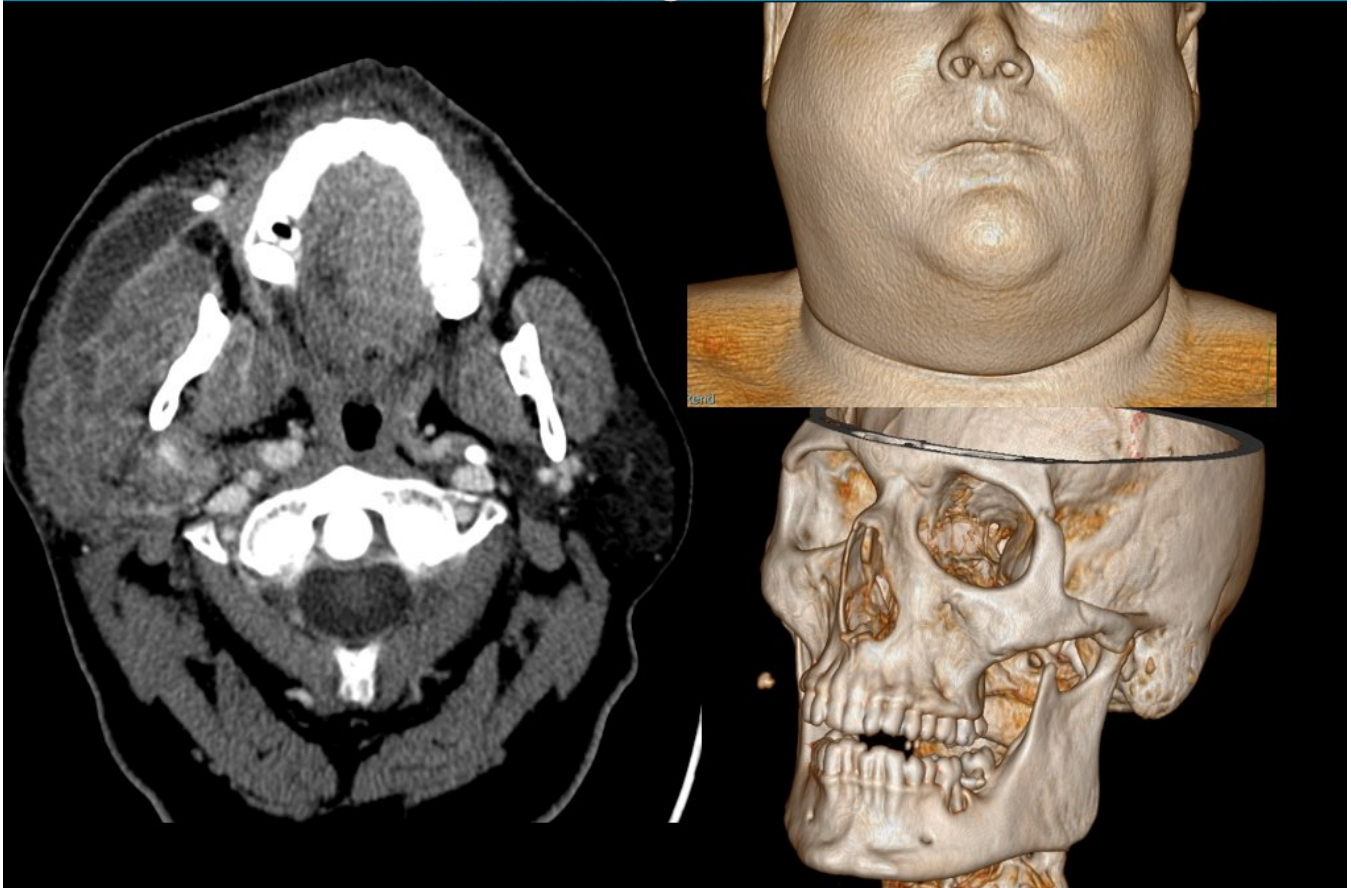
TC facial tras administración de contraste iv. Reconstrucciones volumétricas. Sialolitiasis asociada a ectasia ductal y parotiditis severa. Se observa aumento significativo de volumen de la glándula parótida derecha y realce heterogéneo glandular y de la pared del conducto parotídeo. No se pudo extraer la litiasis por técnicas intervencionistas por epitelización del tejido alrededor de la misma.
